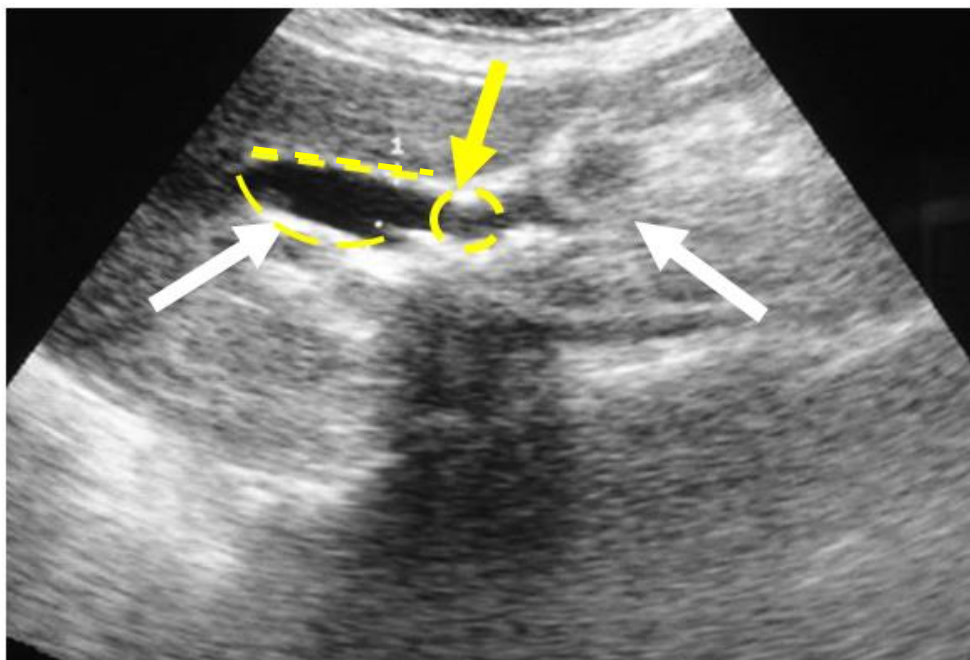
Пациентка Т., 42 года. УЗИ печени, ЖВП и поджелудочной железы. ЖКБ. Холедохолитиаз. Картина острого панкреатита
